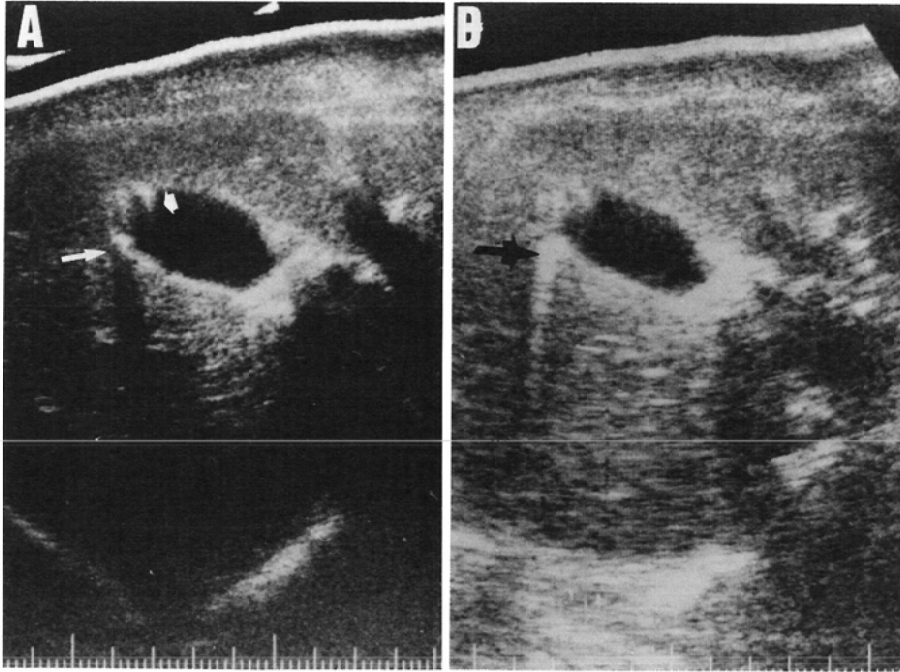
Ultrasonogram of case 8. Strong echo with acoustic shadowing in use of 5.0MHz transducer (A, white arrow) is changed to storng echo with Comet-like echo (B, black arrow) in use of 3.5MHz transducer. Small Comet-like echo (arrow head).
